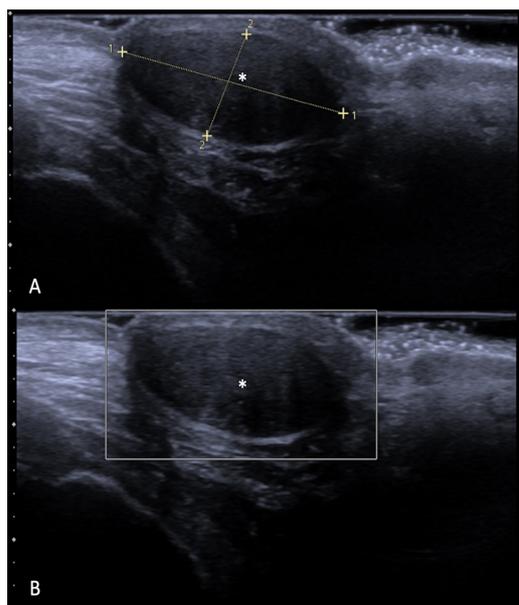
Ecografía del labio majus derecho que demuestra una formación hipoecoica ovalada bien definida (asteriscos en A y B) localizada en la región subcutánea, sin señales en el Doppler color (B). Vista de eje largo.
